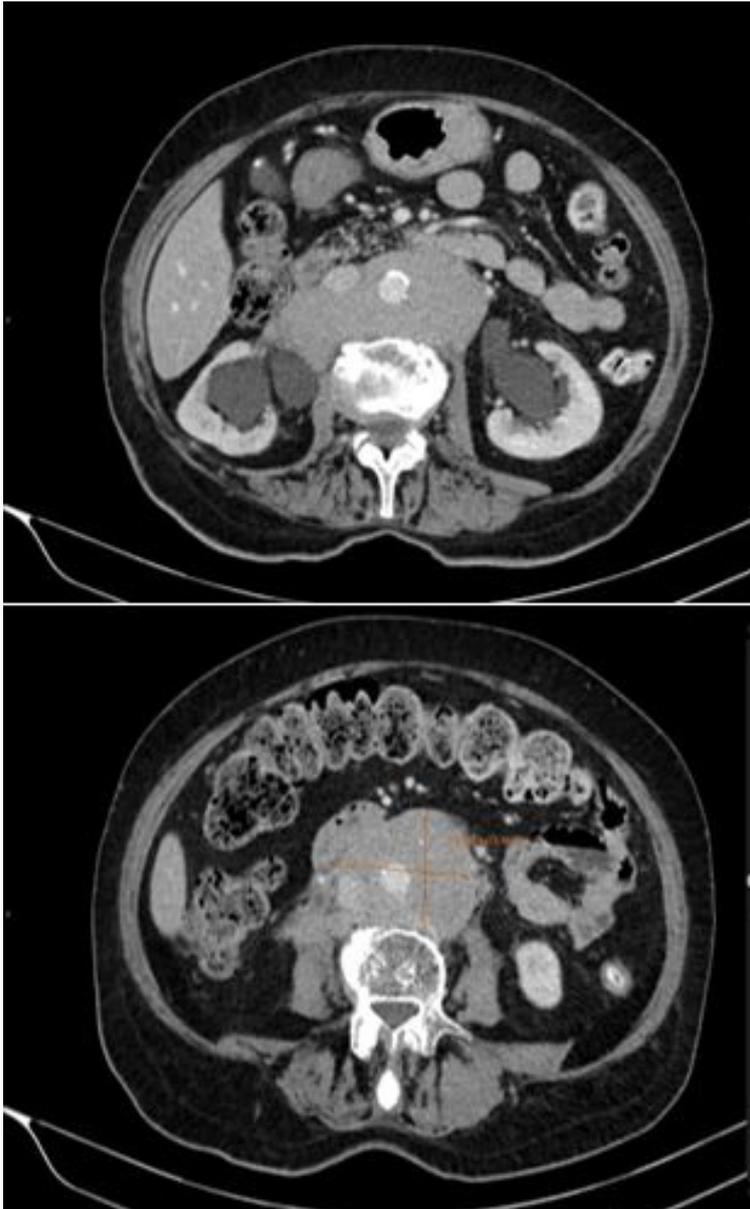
TC con contraste planos axiales donde se visualiza masa de partes blandas que rodea los grandes vasos y atrapa ambos uréteres ocasionando ectasia renal bilateral.
